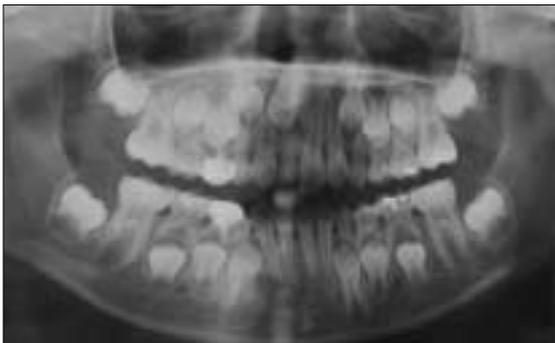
Panoramic and tomographic view of pretreatment.
